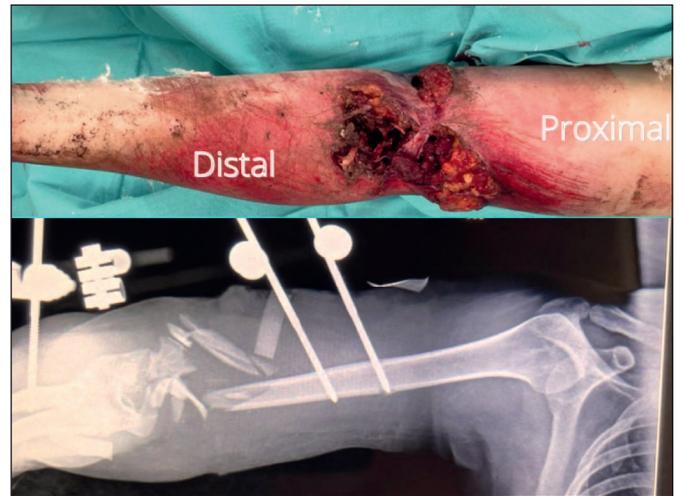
Preoperatorio: pérdida de cobertura cutánea y quemaduras por fricción. Radiografía con fractura conminuta de la porción distal del húmero.
